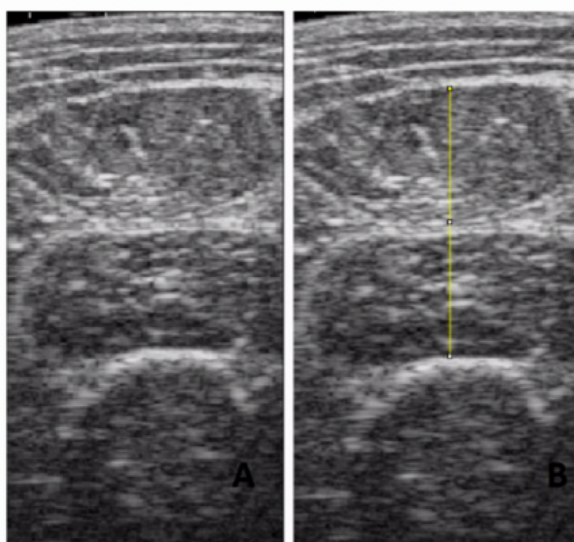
Imagem dos extensores do joelho (reto femoral + Vasto intermédio) no aparelho de ultrassonografia
